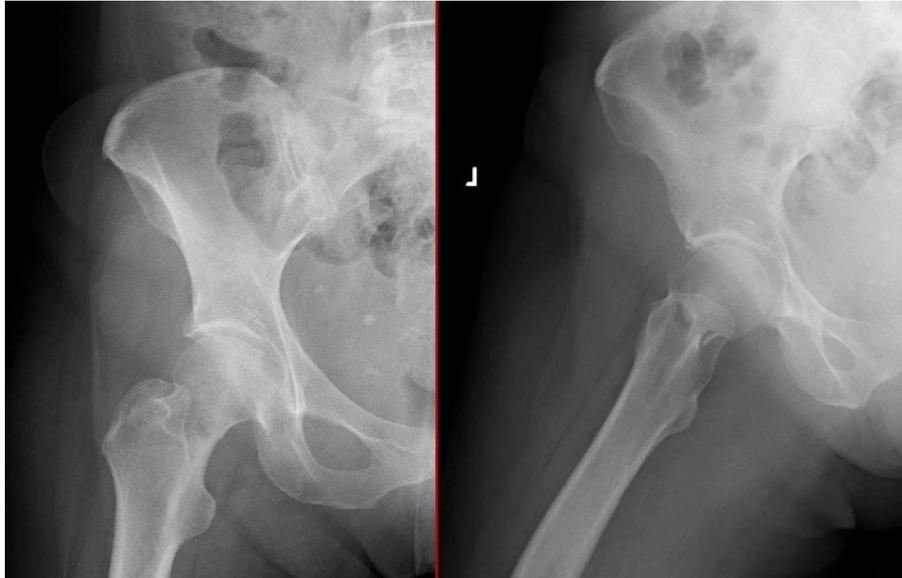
Рентгенограммы левого тазобедренного сустава в 2-х проекциях
